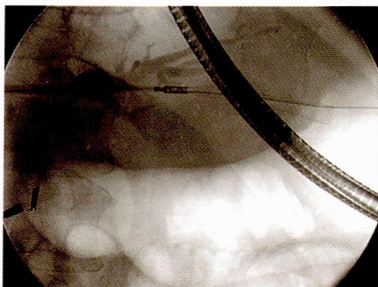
Рентгенограмма. Сочетанная ИР и эндоскопическая установка стента в пункционное холангиогастральное соустье: гибкий металлический проводник, доставляющее устройство со стентом, гастроинтестинальный эндоскоп.
